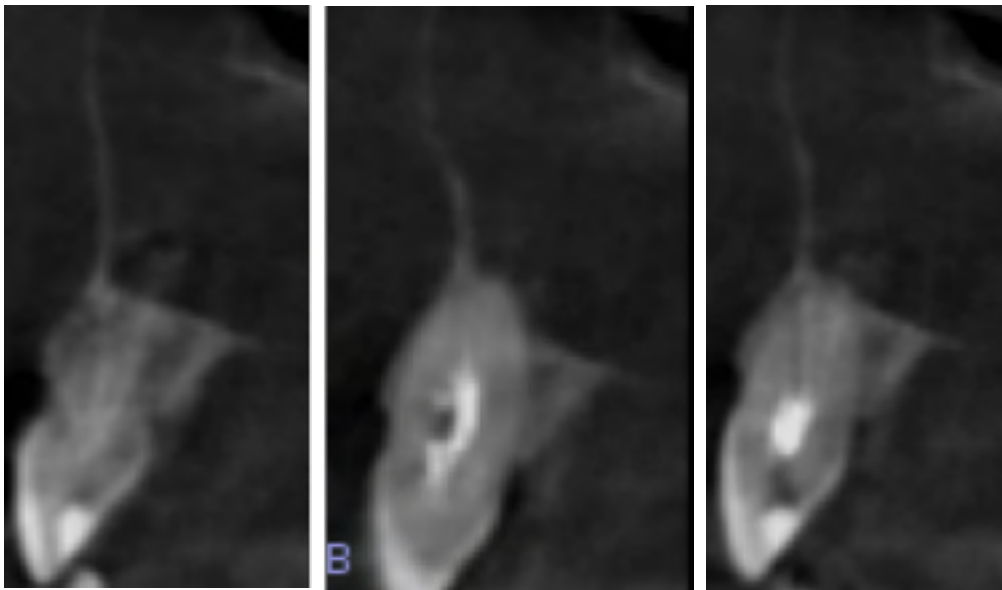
Corte sagital de CBCT inicial.
